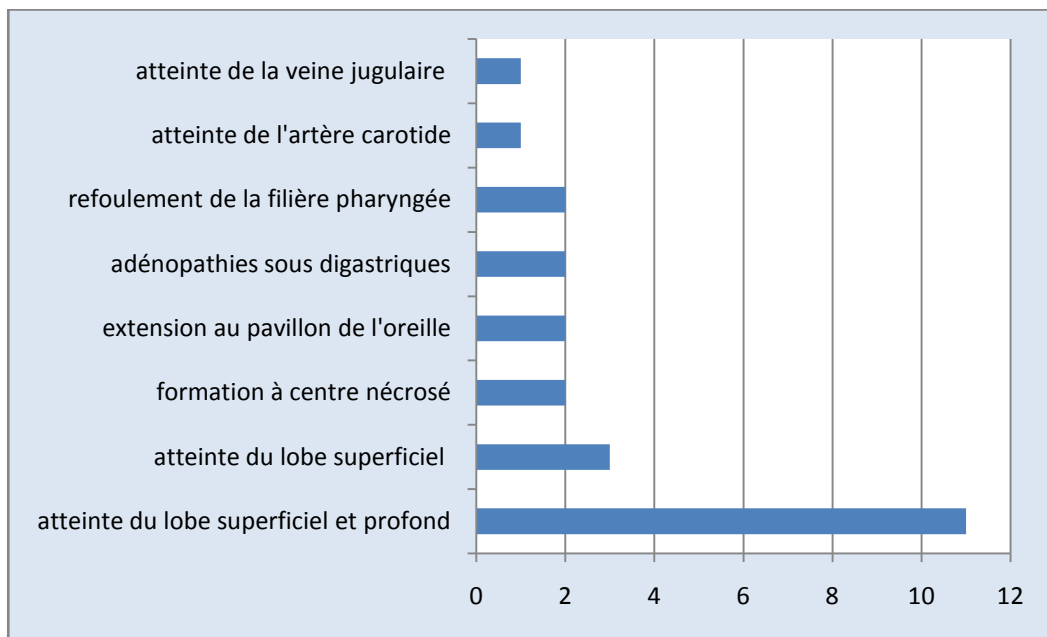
Résultats de l'IRM cervico-faciale.
